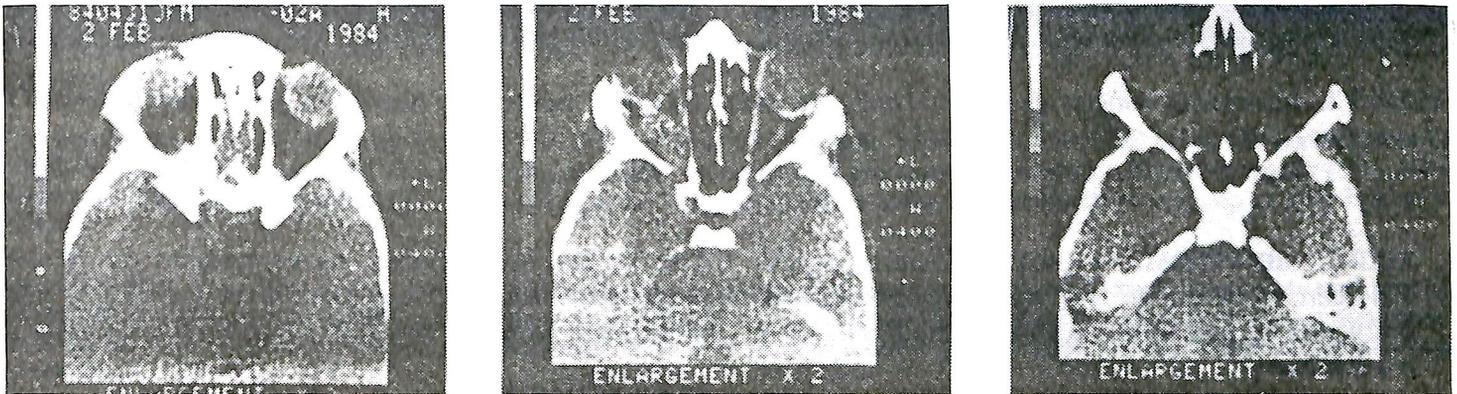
Niño con NF-1 y glioma de nervio óptico izquierdo que se ve muy bien por TC.
